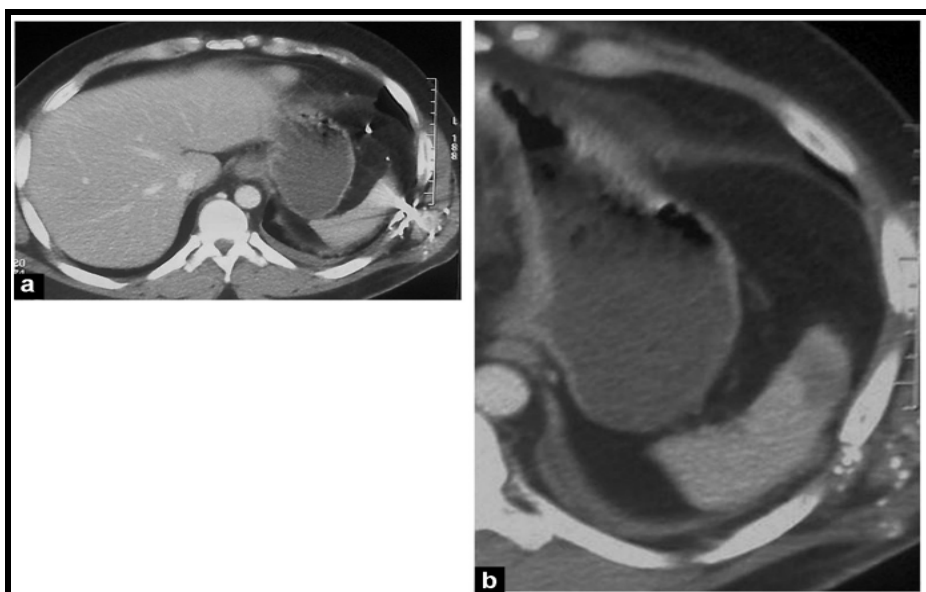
Plaie par balle thoraco-abdominale gauche. TDM abdominale en coupes axiales avec injection du produit de contraste montrant un orifice d'entrée de la balle avec multiples débris de plomb en regard du dixième espace intercostal gauche (a) et une plaie de la rate (b). (69)
